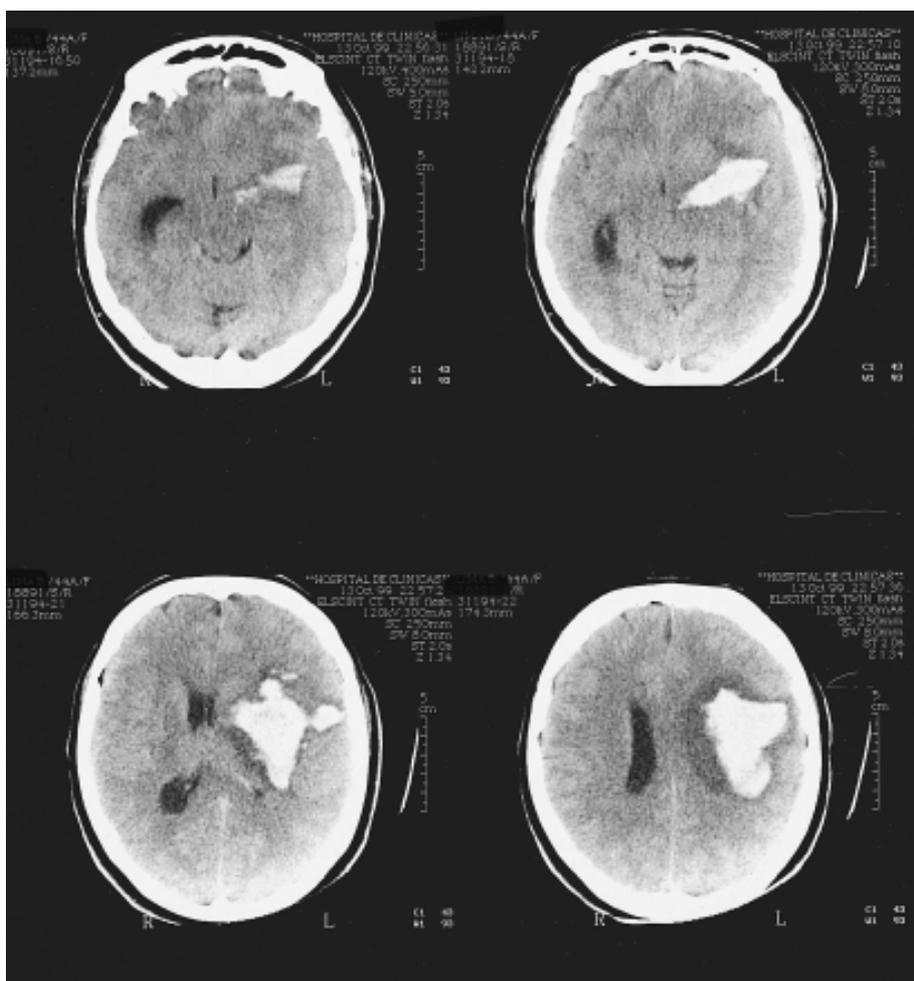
Mujer de 44 años, sin antecedentes conocidos. Presenta crisis hipertensiva, y en forma brusca instala coma con hemiplejía derecha. Es asistida y reanimada, la escala de coma de Glasgow (GCS) (a seis horas del comienzo) fue de 7 puntos. TAC: hematoma ganglio basal externo izquierdo, de importante volumen, con extensión lobar, sobre todo frontal. Efecto de masa e HEC severa (desviación de línea media, compresión del ventrículo homolateral y dilatación del contralateral, deformación y compresión de cisterna ambiens).
